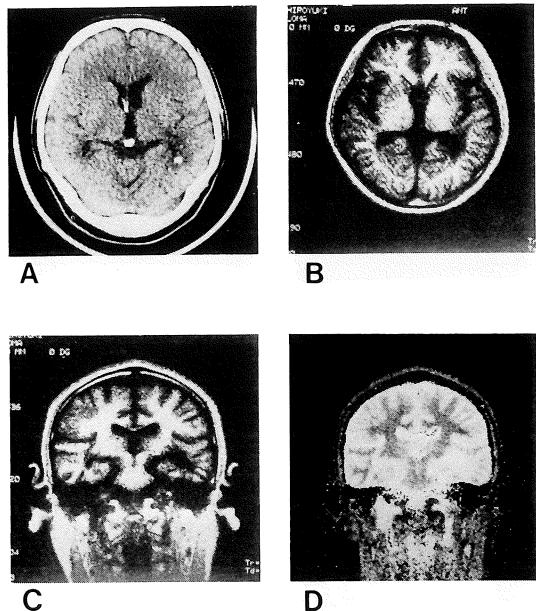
X-CT and MRI of 23 months after radiotherapy
